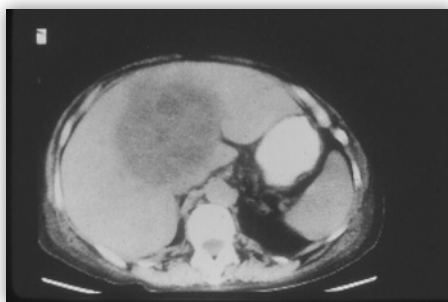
TAC abdominal que muestra la figura de un gran absceso amebiano.
